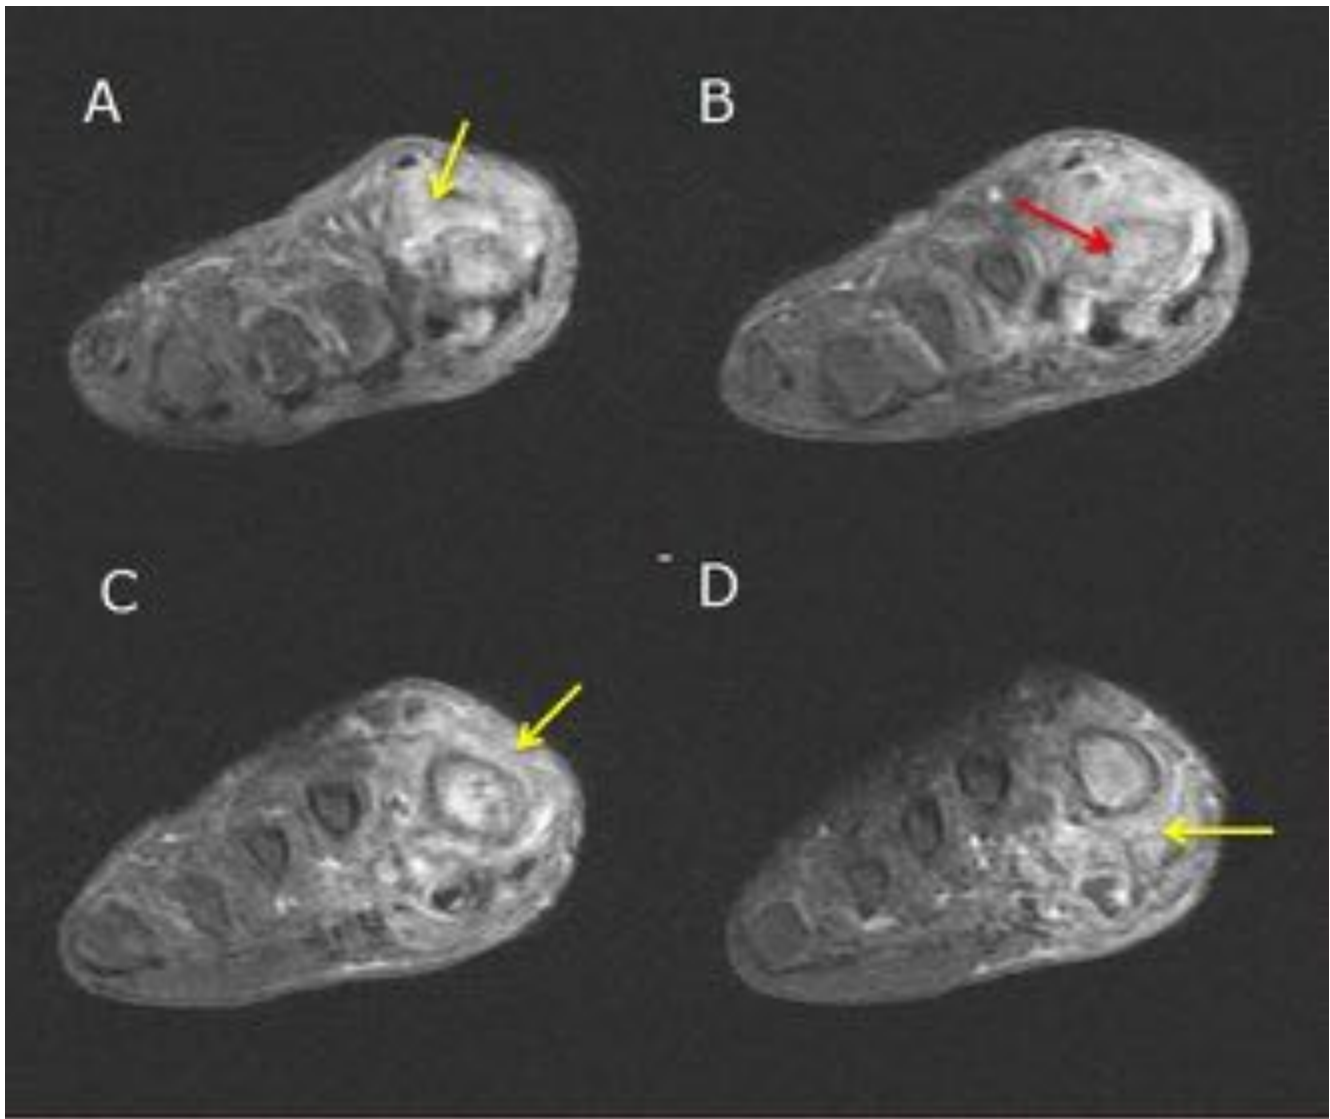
Mujer con diagnóstico de pie diabético, ingresa para amputación de 1º dedo en pie izquierdo. Imágenes axiales de RM pT1 + Gd donde se observa alteración de señal y realce de tejido celular subcutáneo y partes blandas que rodean al primer dedo [Flecha amarilla en A, C y D], junto con una importante alteración de la intensidad de señal ósea del primer metatarsiano y falanges, [Flecha roja en B]. Todo ello compatible con osteomielitis y celulitis por contiguidad.
